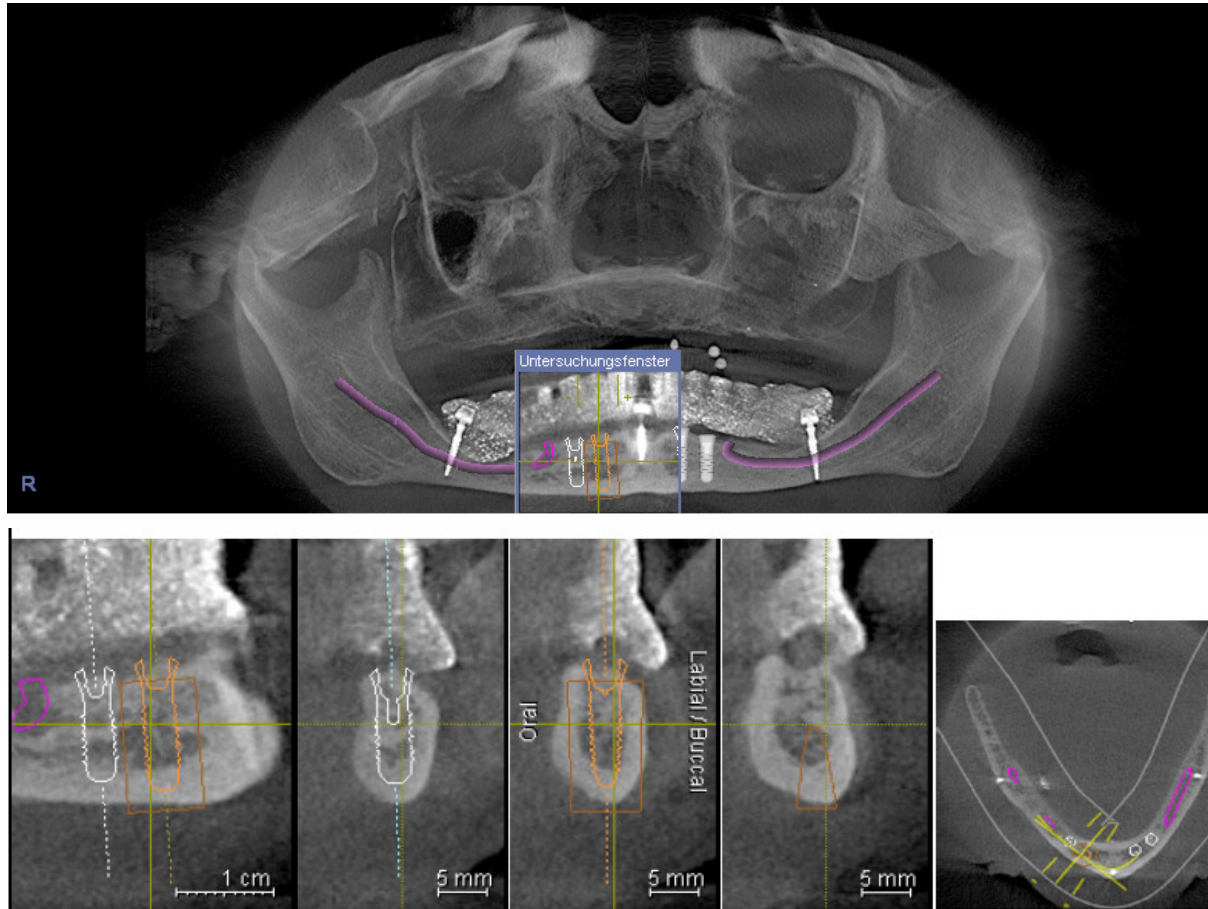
> Planungs-DVT mit GALILEOS nach Insertion von drei Imp-Interimsimplantaten. Die Interimsimplantate regio 37 und 47 wurden entlang der äußeren Unterkieferkompakta lateral der Nn. alveolares inferiores inseriert. Die prothetische Aufstellung des Hauszahnarztes wurde in eine röntgenopake Schablone umgesetzt und mit drei Kugelknopfabutments auf den Interimsimplantaten lagestabil fixiert. <
